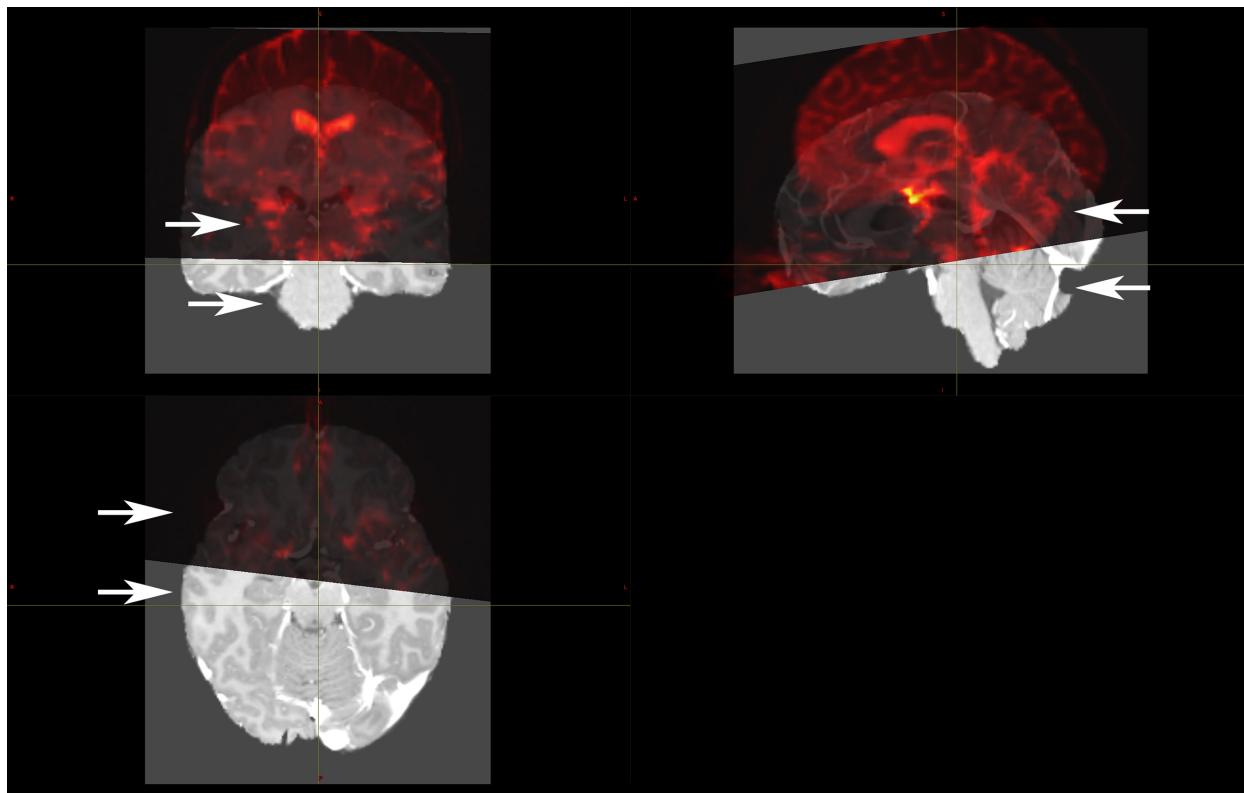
Visualisierung unterschiedlicher Raumkoordinaten der MRT's. Eigene Darstellung, 2018.
